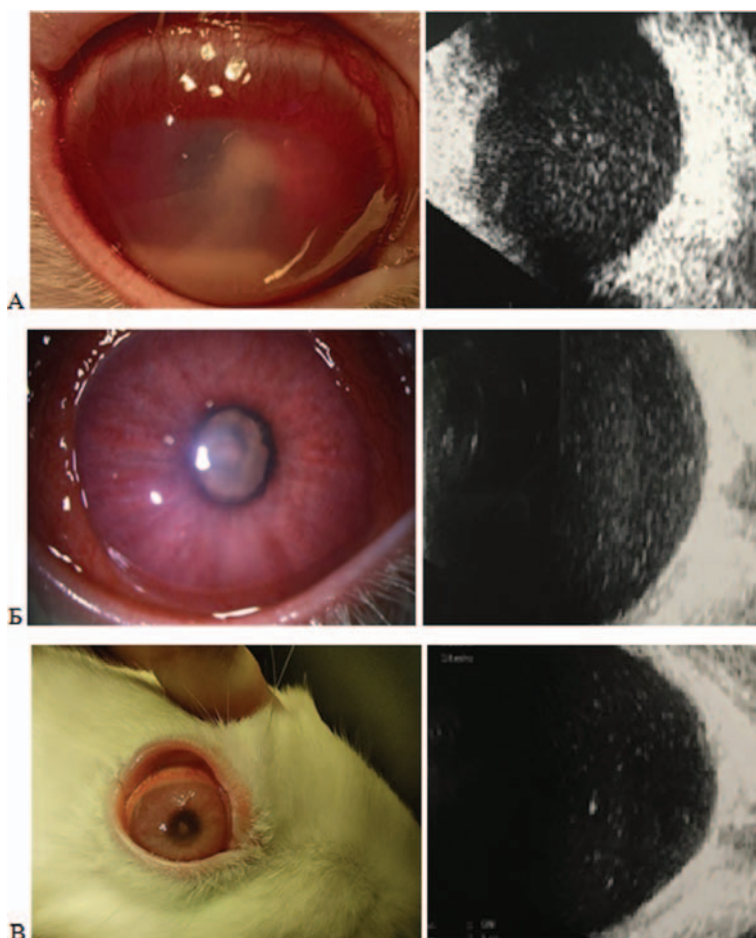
ФПО (фоторегистрация переднего отрезка) (слева) и УЗС (ультразвуковая сонография) (справа) у лабораторного кролика № 1. А — 1-е сутки после манифестации патологического процесса, Б — 3-и сутки после ИВВ (интравитреального введения) конъюгата КТ (квантовых точек), В — 7-е сутки динамического наблюдения
